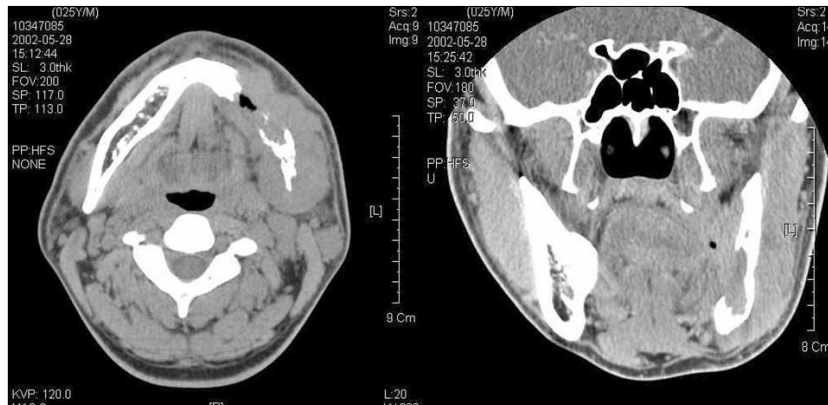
Axial CT image shows bony destruction of buccolingual cortex of left mandible and coronal CT image shows destruction of lingual cortex.
